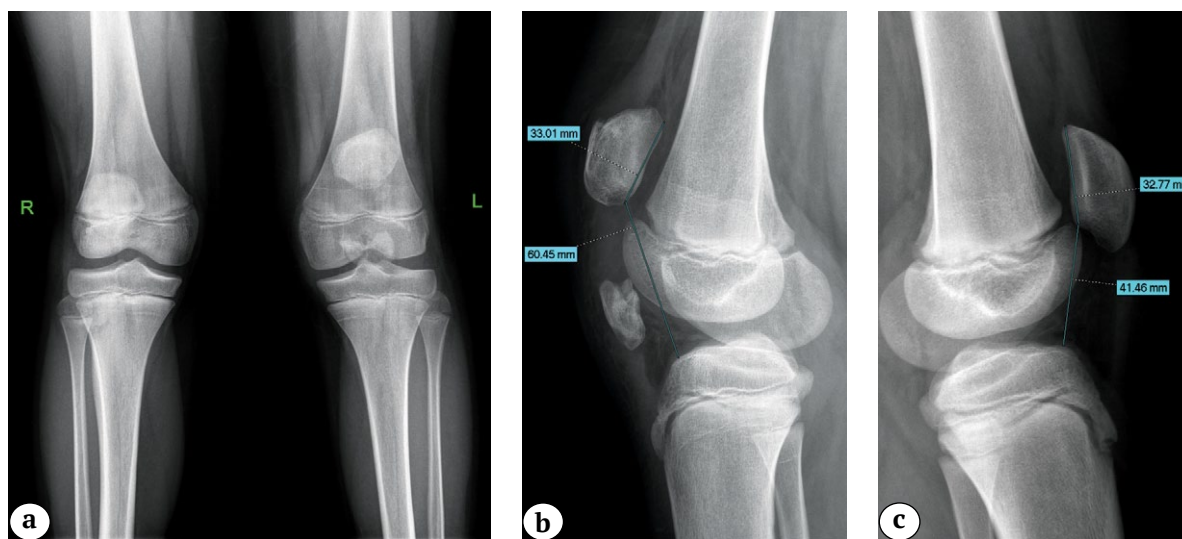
Рентгенограммы коленных суставов с односторонней оссификацией связки надколенника: а – прямая проекция, *patella alta*, оссификаты в проекции связки надколенника; б – боковая проекция, травмированная конечность, *patella alta* (индекс Caton–Deschamps – 1,8), оссификат в проекции толщи связки надколенника; в – боковая проекция, здоровая конечность
